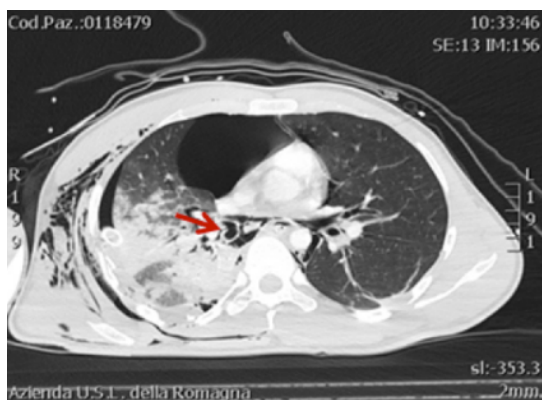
L'immagine TAC mostra il recidivare del PNX; rottura del bronco intermedio di destra (freccia)
